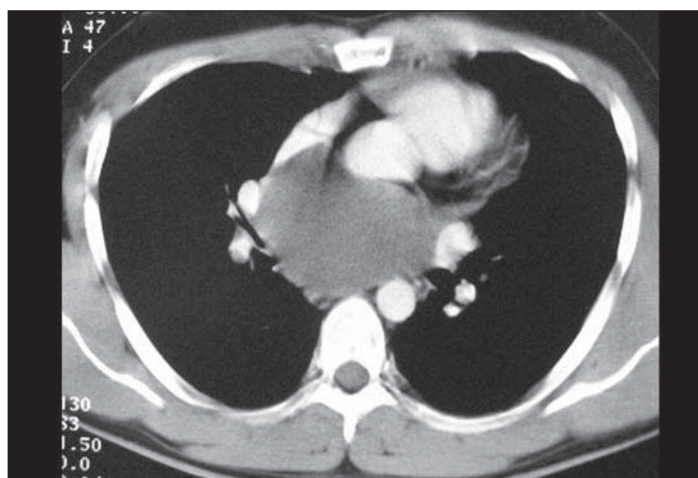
Paciente do sexo masculino, 27 anos de idade. TC de tórax após infusão de contraste intravenoso evidencia lesão expansiva e bem delimitada no mediastino médio. Os achados cirúrgicos e histopatológicos confirmaram cisto pericárdico em localização incomum.
